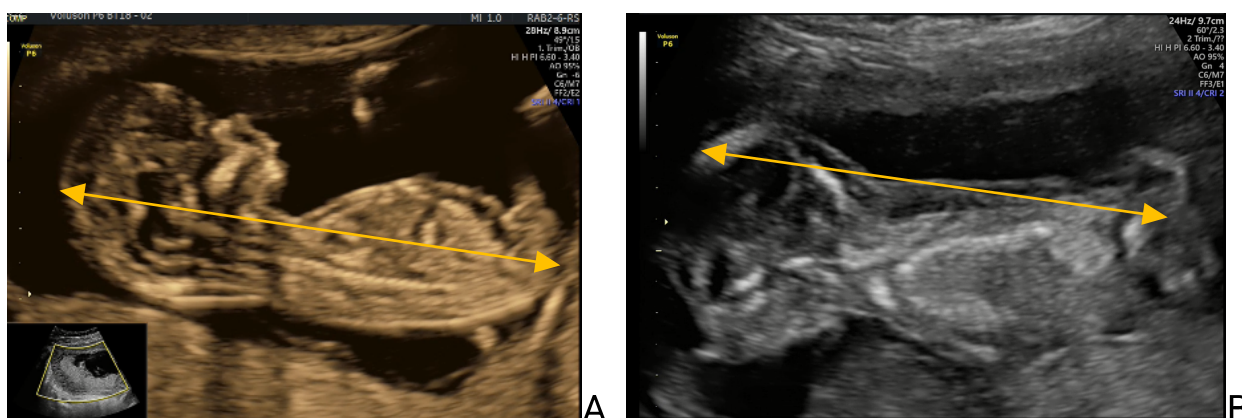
УЗИ плода 13+6 недель гестационного срока: А) стрелками указаны размеры КТР в норме (5-й); Б) стрелками указаны размеры КТР ниже 5-й при ВПР (spina bifida).
